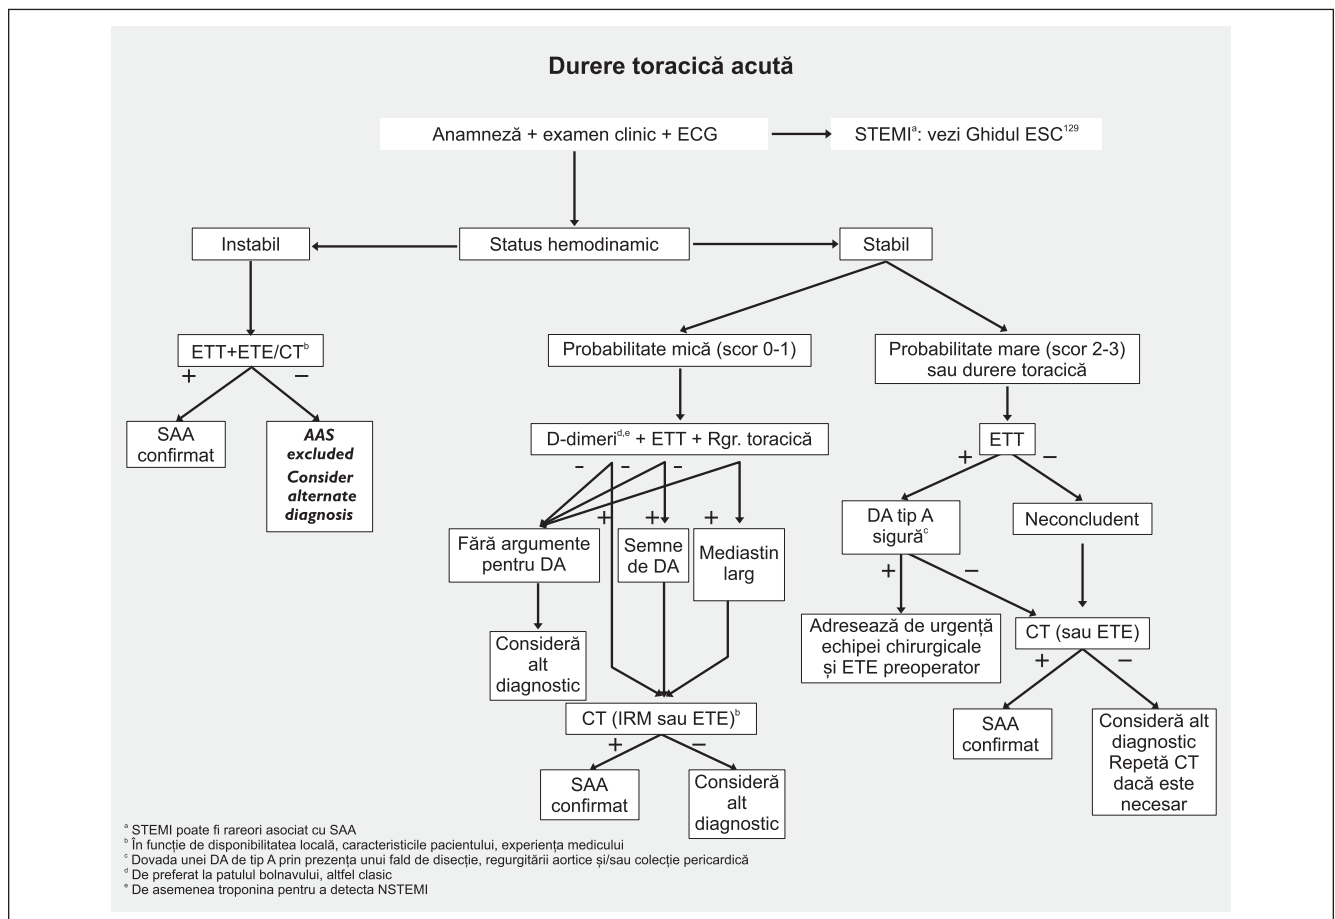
Algoritm diagnostic pentru adoptarea deciziilor clinice, bazat pe sensibilitatea pre-test pentru sindromul aortic acut. SAA - sindrom aortic acut; DA - disecție de aortă; CT - computer-tomografie; IRM - imagistică prin rezonanță magnetică; ETE - ecocardiografie transesofagiană; ETT - ecocardiografie transtoracică; STEMI - infarct miocardic acut cu supradenivelare de segment ST; NSTEMI - infarct miocardic acut fără supradenivelare de segment ST.
